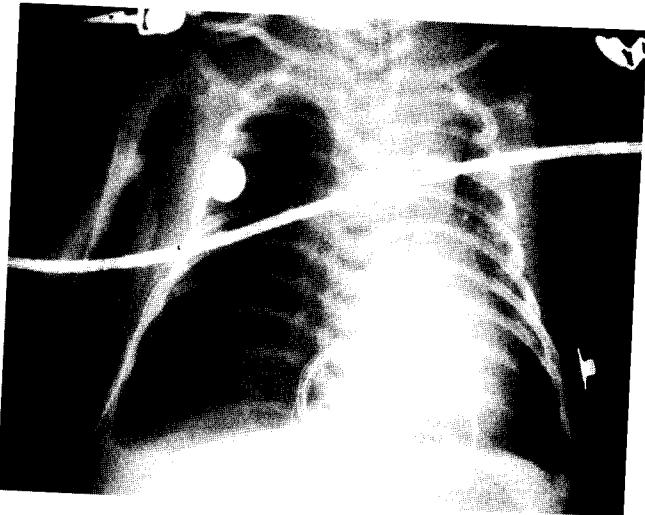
Chest x-ray after repair of ventricular septal defect.
